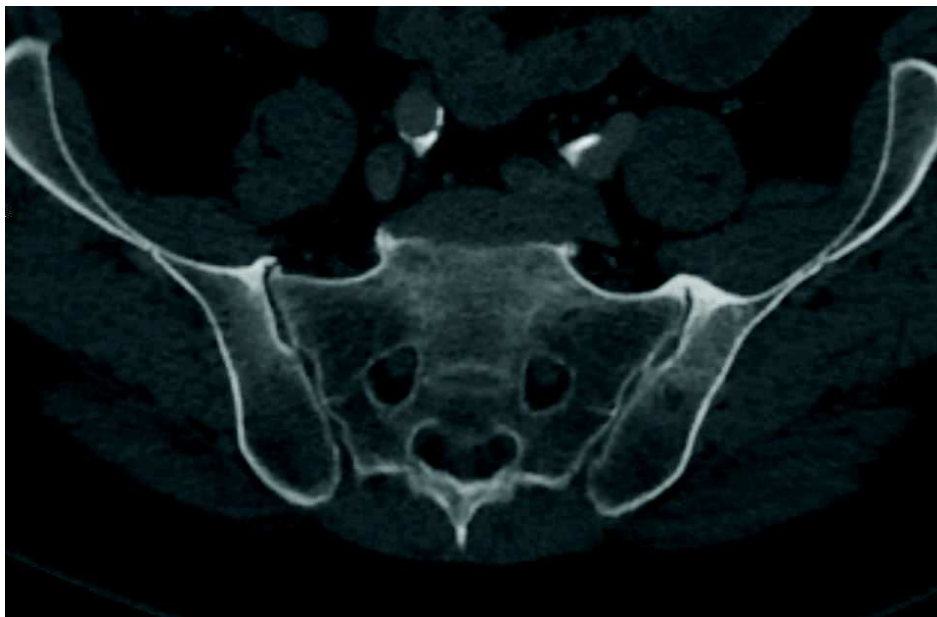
TDM du bassin de face. Exemple d'ostéophytes para-articulaires de l'extrémité S-I supérieure évoquant une maladie de Forestier et non une origine mécanique, notez l'absence de microgêodes et de pincement de l'interligne articulaire. Arthrose jugée non significative.
